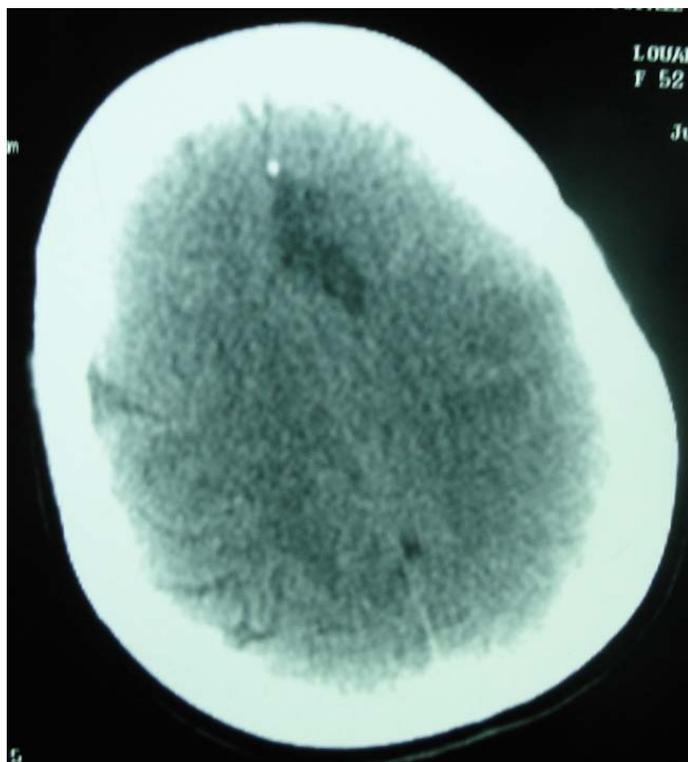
TDM cérébrale montrant un AVCi au dépend de la cérébrale antérieure gauche
